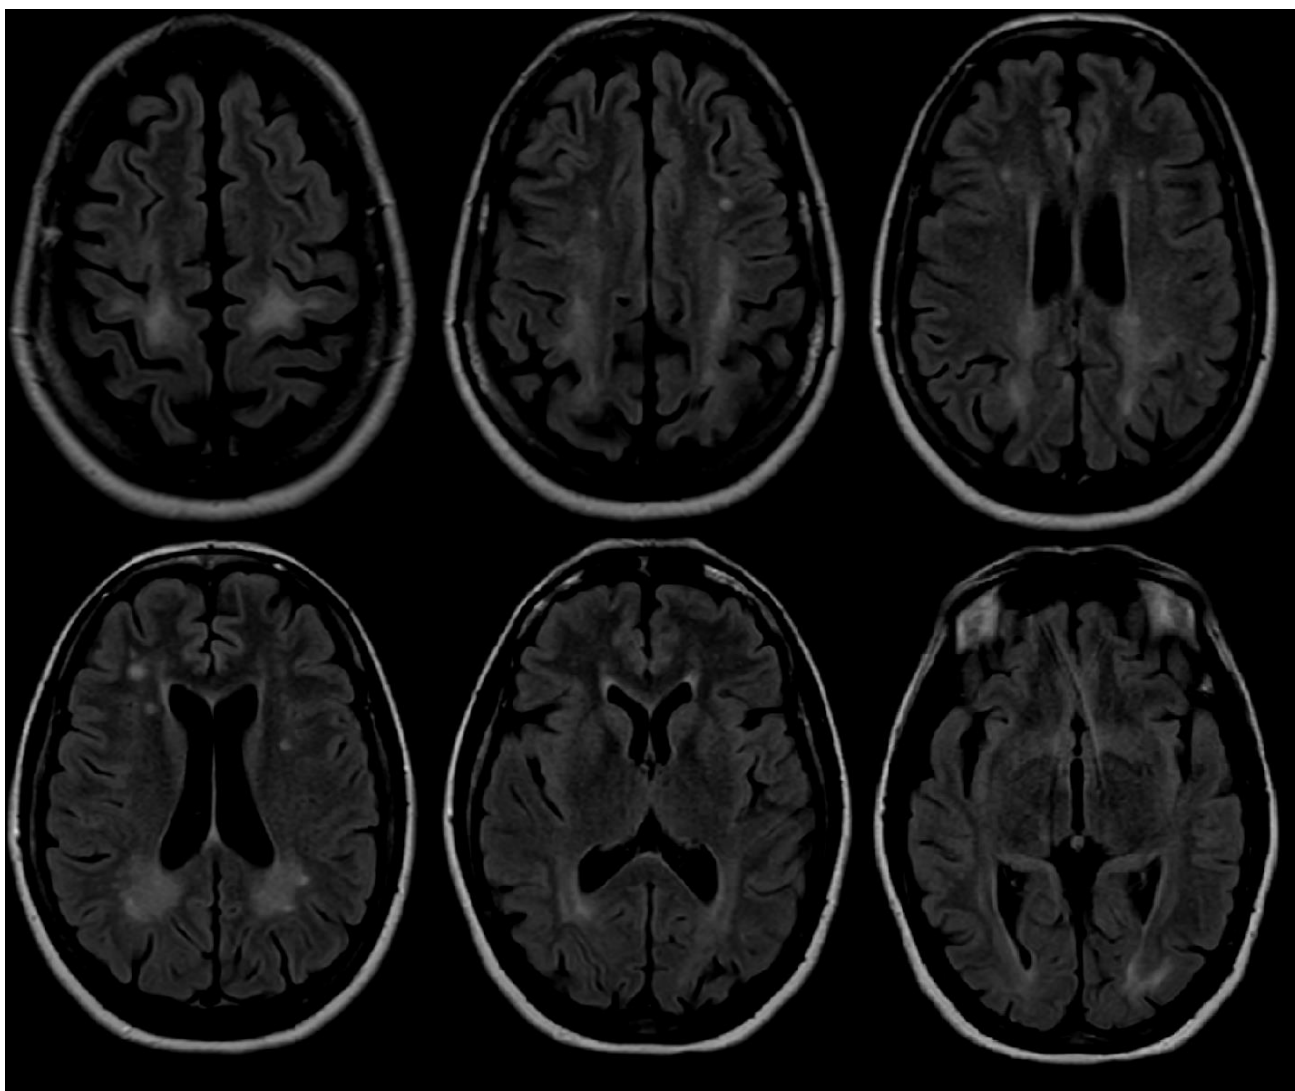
IRM cérébrale du patient 3 en coupe axiale séquence FLAIR mettant en évidence des hypersignaux étendus de la substance blanche péri ventriculaire, prédominants dans les régions pariétales et occipitales.
